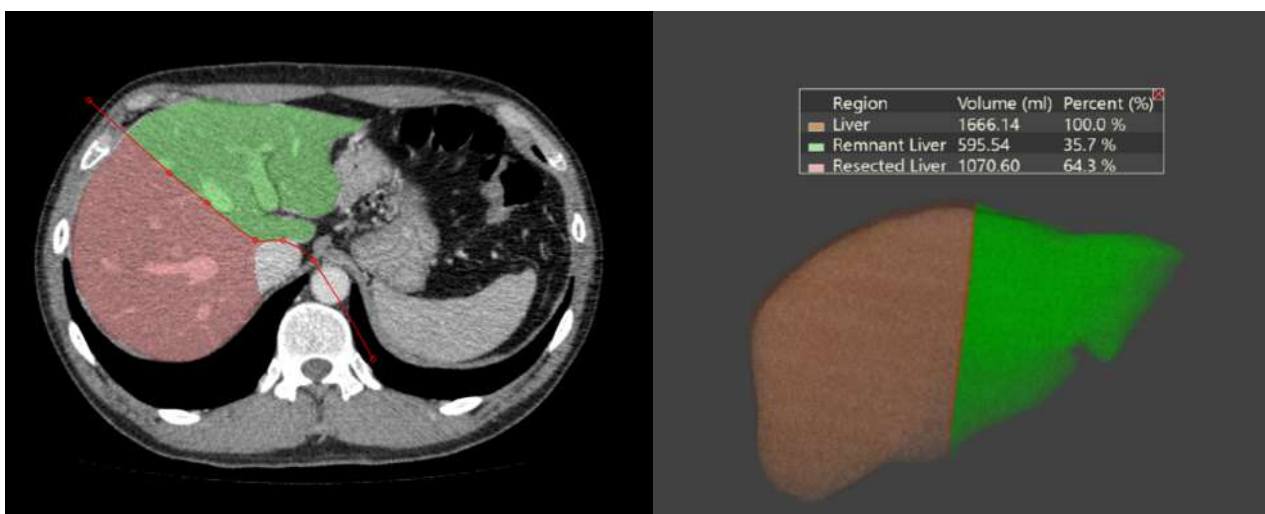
КТ-волюметрия в программе CT Liver Analysis
